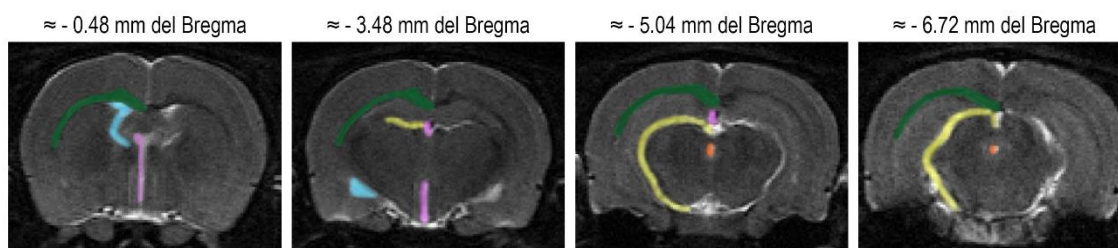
Estructuras cerebrales identificadas por RM (imágenes T2). Las estructuras fueron coloreadas de la siguiente forma: cuerpo calloso (verde oscuro), ventrículos laterales (azul), tercer ventrículo (morado), cisternas subaracnoideas (amarillo), acueducto cerebral (naranja).
